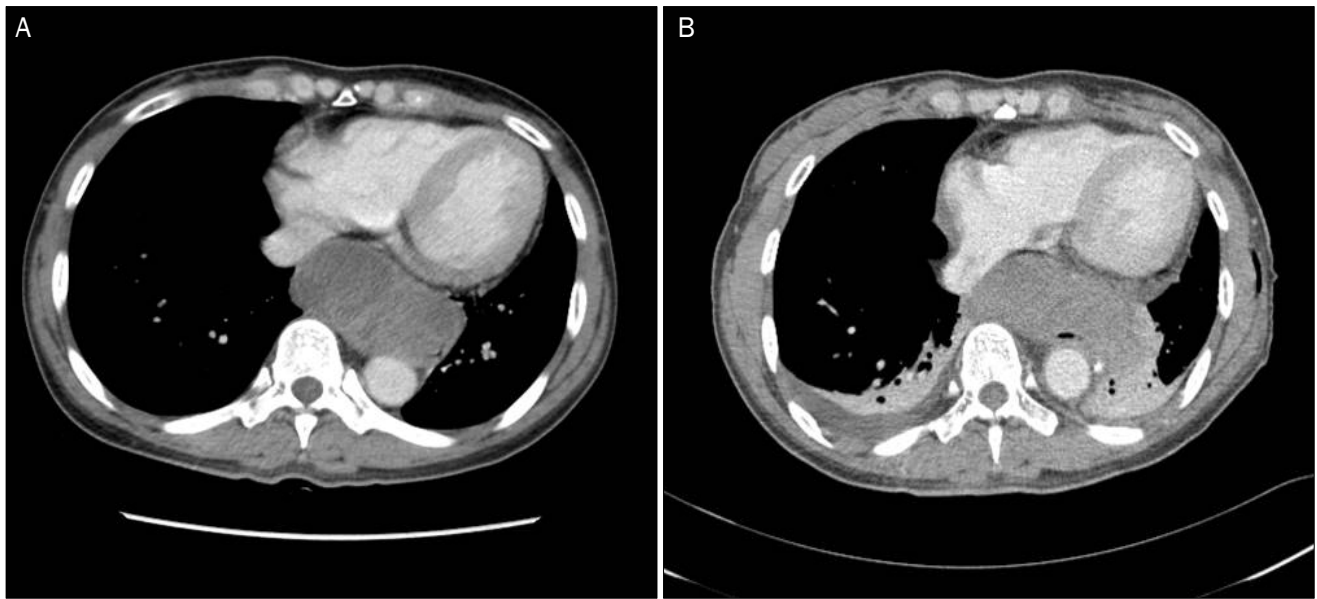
Chest computed tomography (CT). (A) Initial chest CT. A large cystic mass with inner high density suggesting hematoma is observed at the posterior mediastinum, and this mass compresses the lower esophagus. (B) Follow-up chest CT after operation. Previous cystic mass is still observed, but with slightly reduced size.
